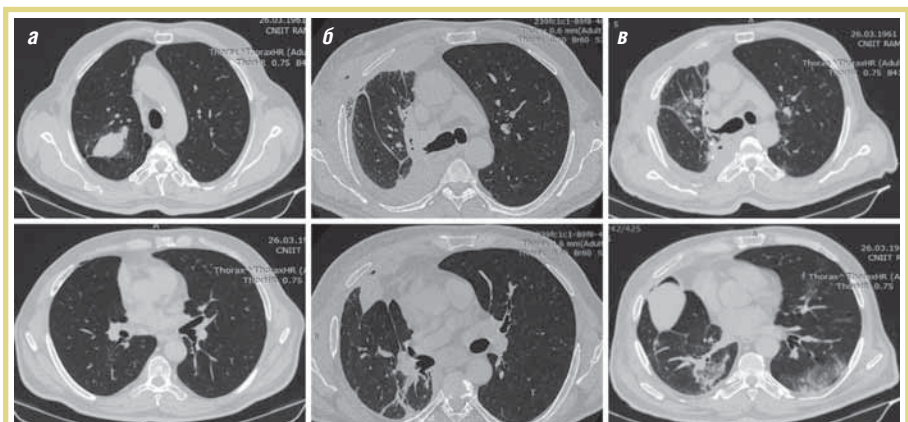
КТ ОГК пациента А., 50 лет: а – туберкулема верхней доли правого оперированного легкого; б – через 18 сут после операции – перигиллярные ателектазы и паракостальный выпот; в – через 27 сут после операции картина двусторонней вирусной пневмонии по типу КТ-II на фоне частичного рассасывания паракостального выпота послеоперационной гиповентиляции
